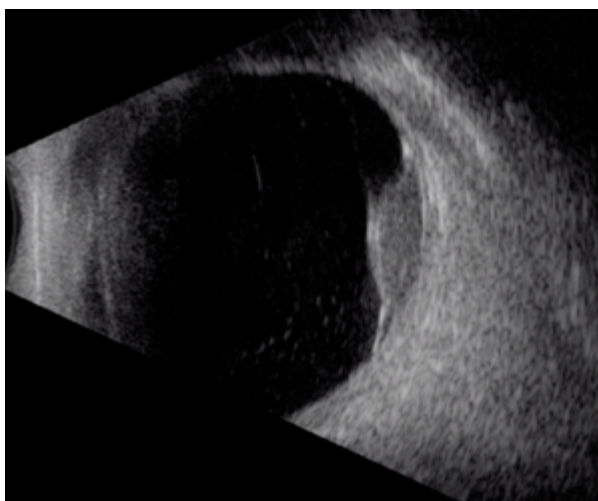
Ecografía modo B de misma paciente, observan lesión en forma de domo con líquido asociado en laderas, excavación coroidea y baja reflectividad.
